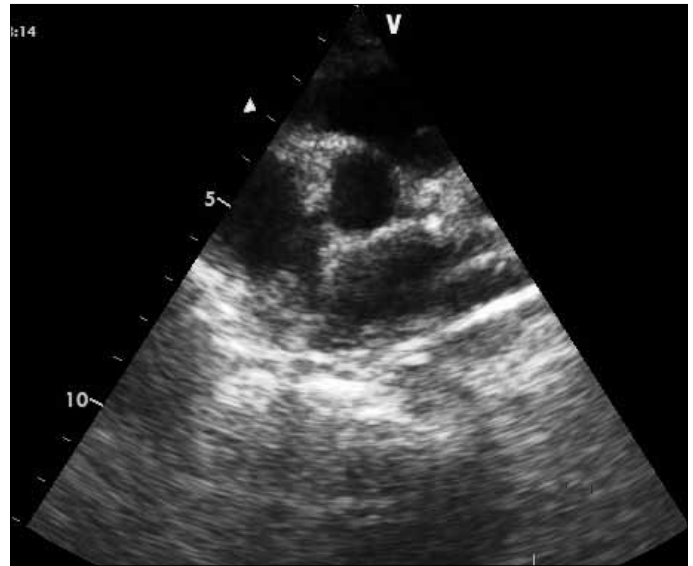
Ekokardiyografide sağ koroner arter proksimal kısmında genişleme ve perivasküler ekojenite artışı
